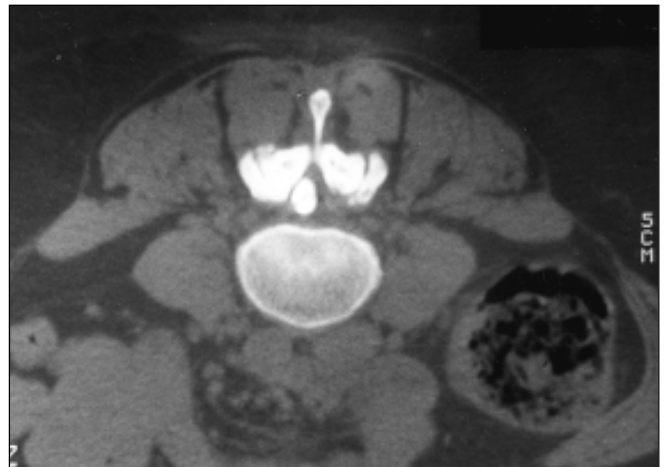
Tomografia computadorizada de cisto sinovial em L5-S1, à direita. Nódulo com densidade de partes moles, calcificação periférica, contíguo à articulação interfacetária, comprimindo o saco dural à direita.
